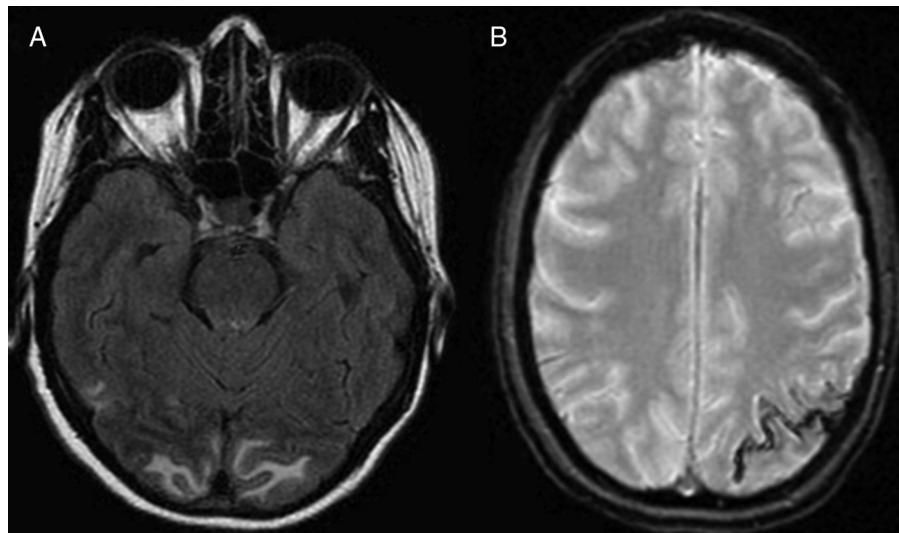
RM de cerebro cortes axiales, secuencias T2 (A) y T2* (B): A) Se observa edema vasogénico subcortical en ambos lóbulos occipitales. B) Se aprecia una zona de HSA focal en la convexidad parietal izquierda.
